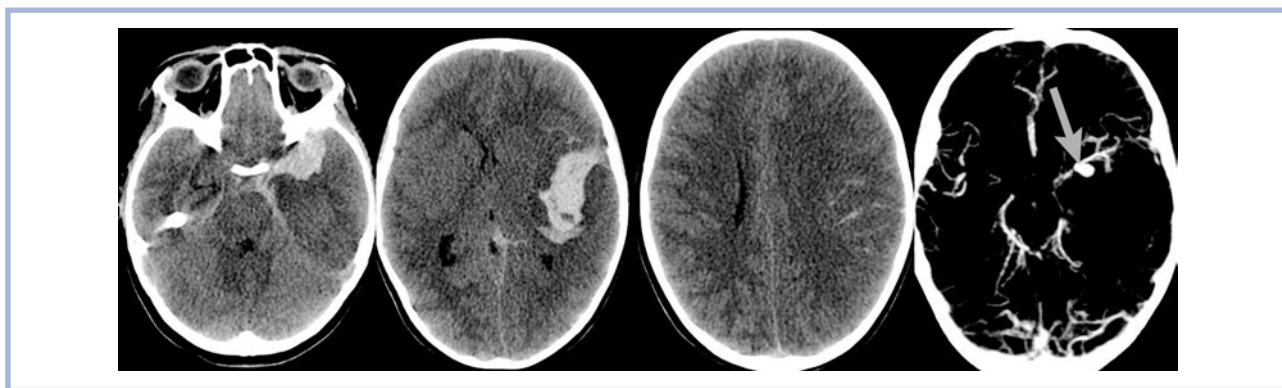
Пациентка Э., 8 лет. КТ головного мозга (при поступлении).
